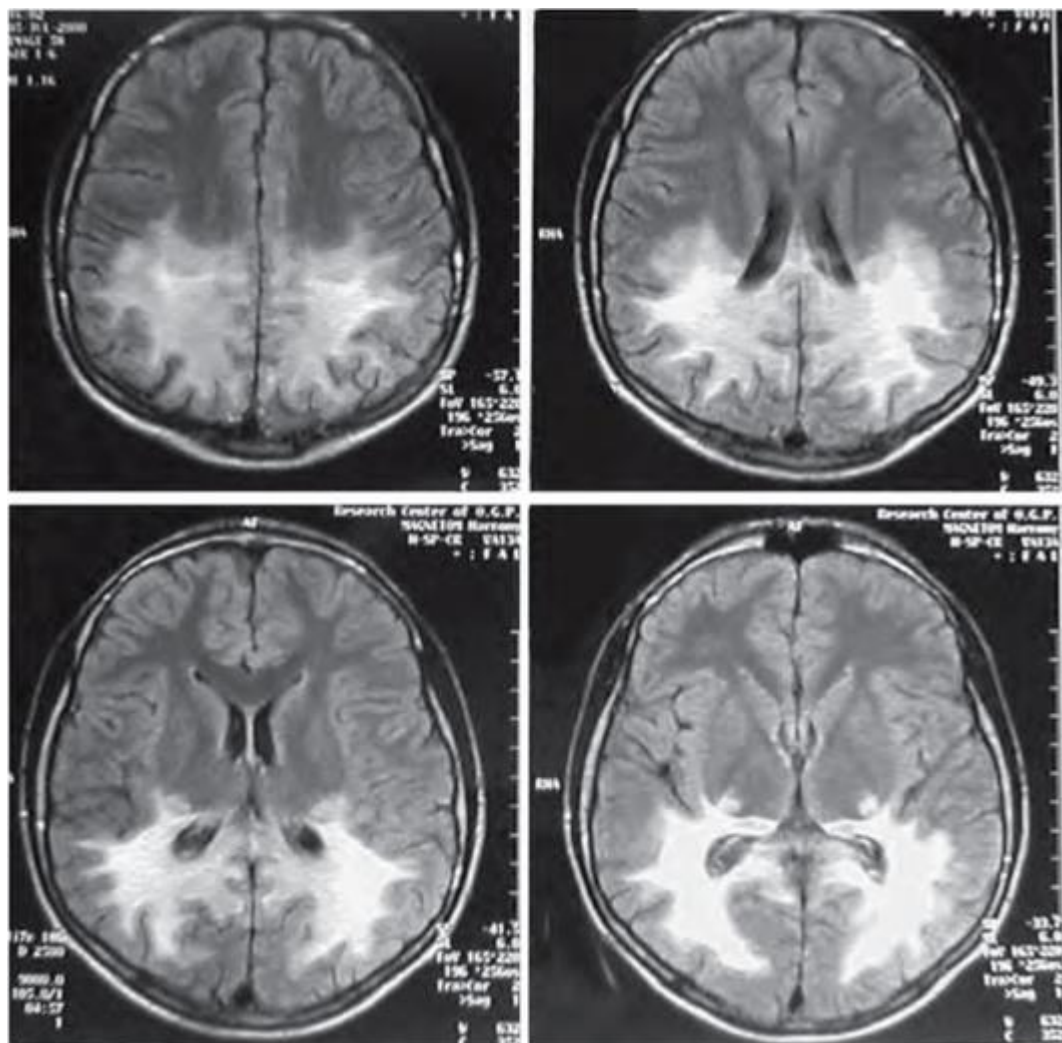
МРТ головного мозга. Очаги демиелинизации головного мозга у пациента с церебральной формой Х-сцепленной адrenoлейкодистрофии
